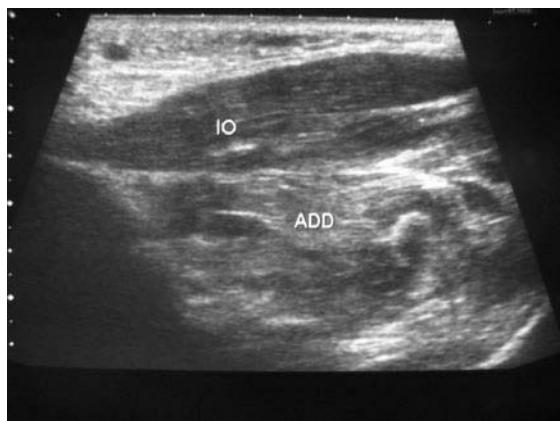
Échographie de la première commissure de la main gauche sans hématome constaté autour du muscle interosseux (IO), aspect du tendon court adducteur du pouce en continuité.
